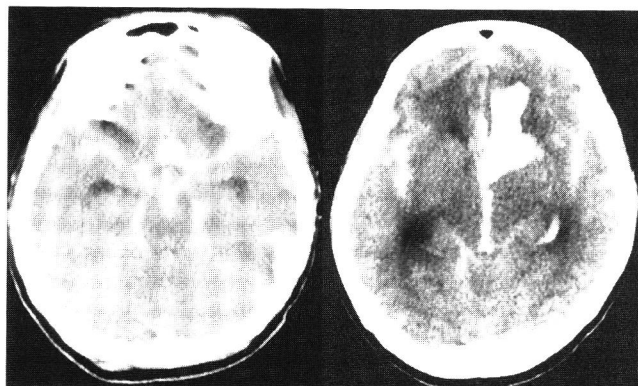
症例2, 入院時頭部単純CT. クモ膜下出血と右前頭葉内側に血腫を認める.
